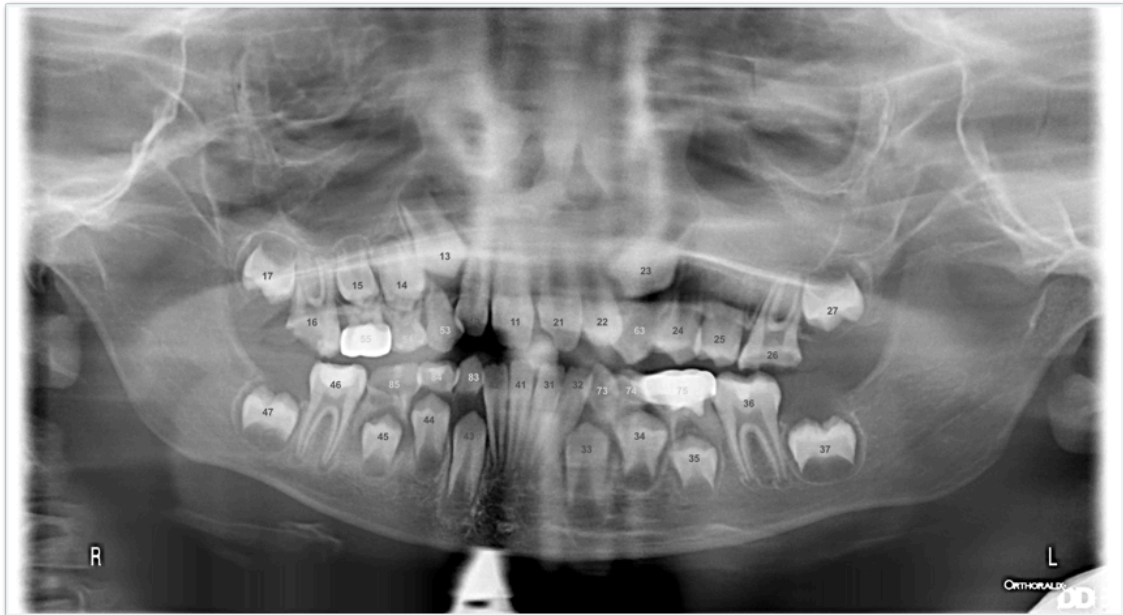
Ortopantomografía Caso 1 Noviembre 2016.
